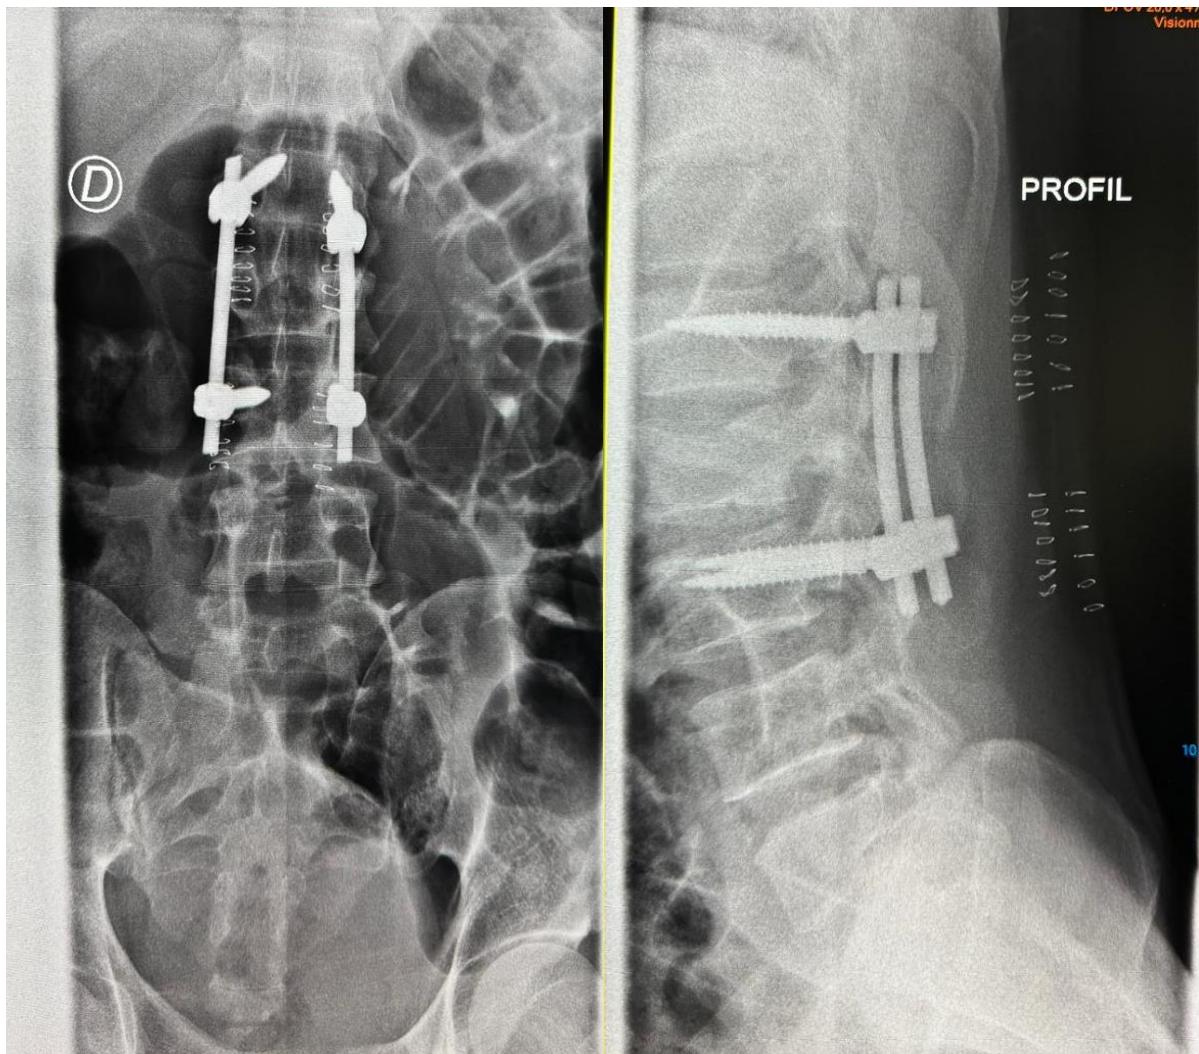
Radiographie postopératoire face et profil du rachis lombaire montrant une ostéosynthèse montage court L1-L3
